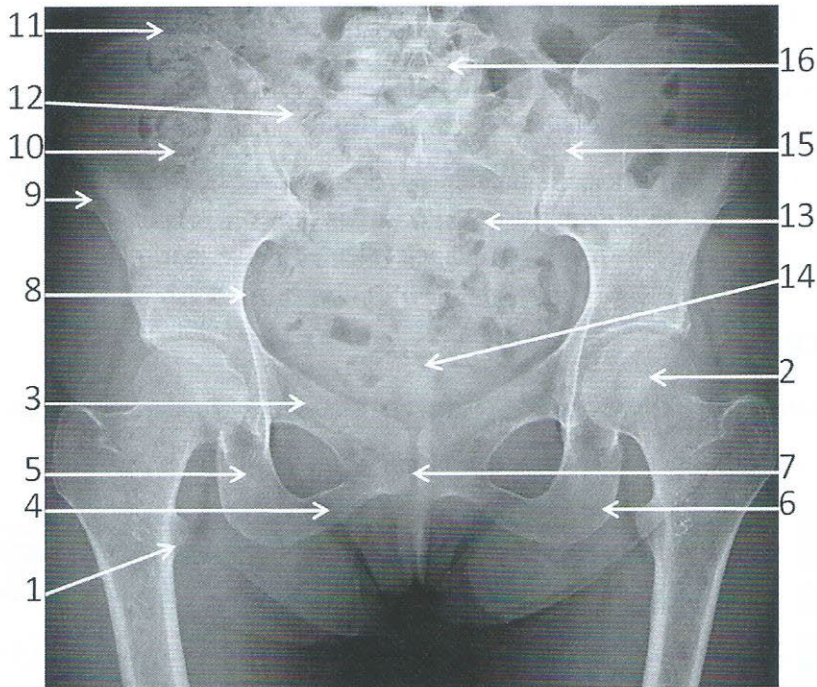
Radiographie du bassin de face
